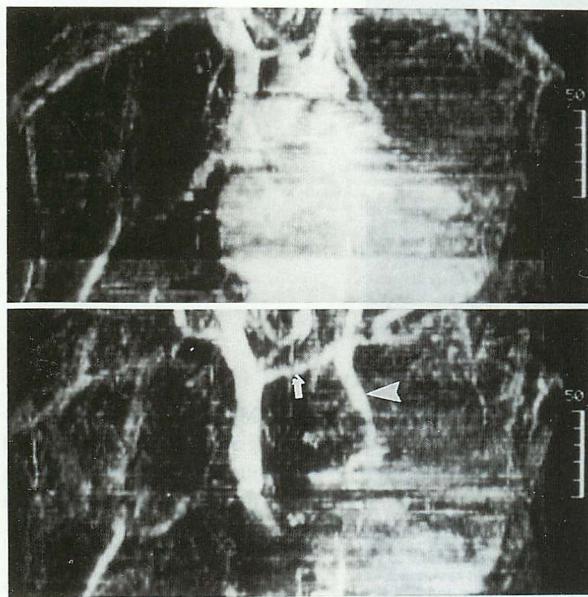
Magnetic resonance angiography by two-dimensional time of flight technique in a patient with persistent left superior vena cava with the left innominate vein
